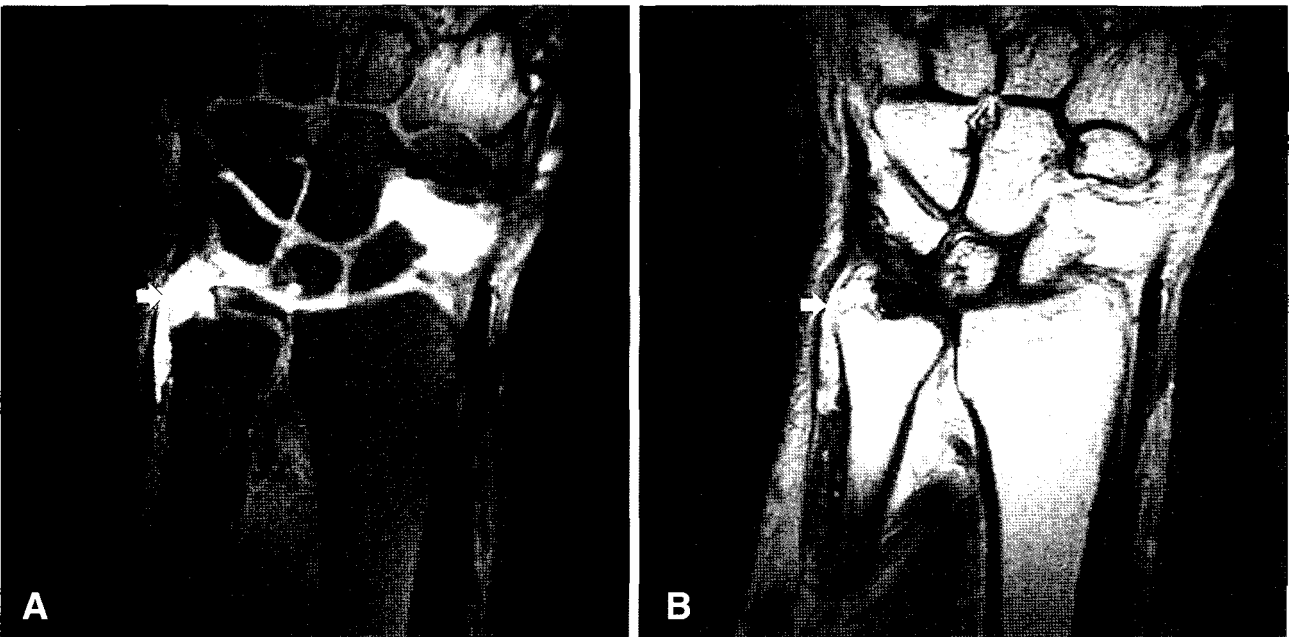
MR images (A) T1-weighted MR image shows tear of triangular fibrocartilage complex (arrow) (B) T2-weighted MR image shows tear of triangular fibrocartilage complex (arrow).
